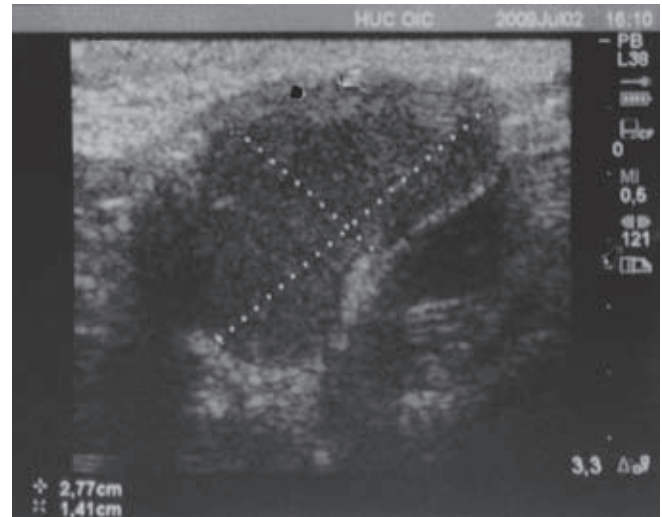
Ecografía de cuello: imagen hipocogénica bilobulada que mide 27 × 14 mm, de bordes netos y contenido móvil.
